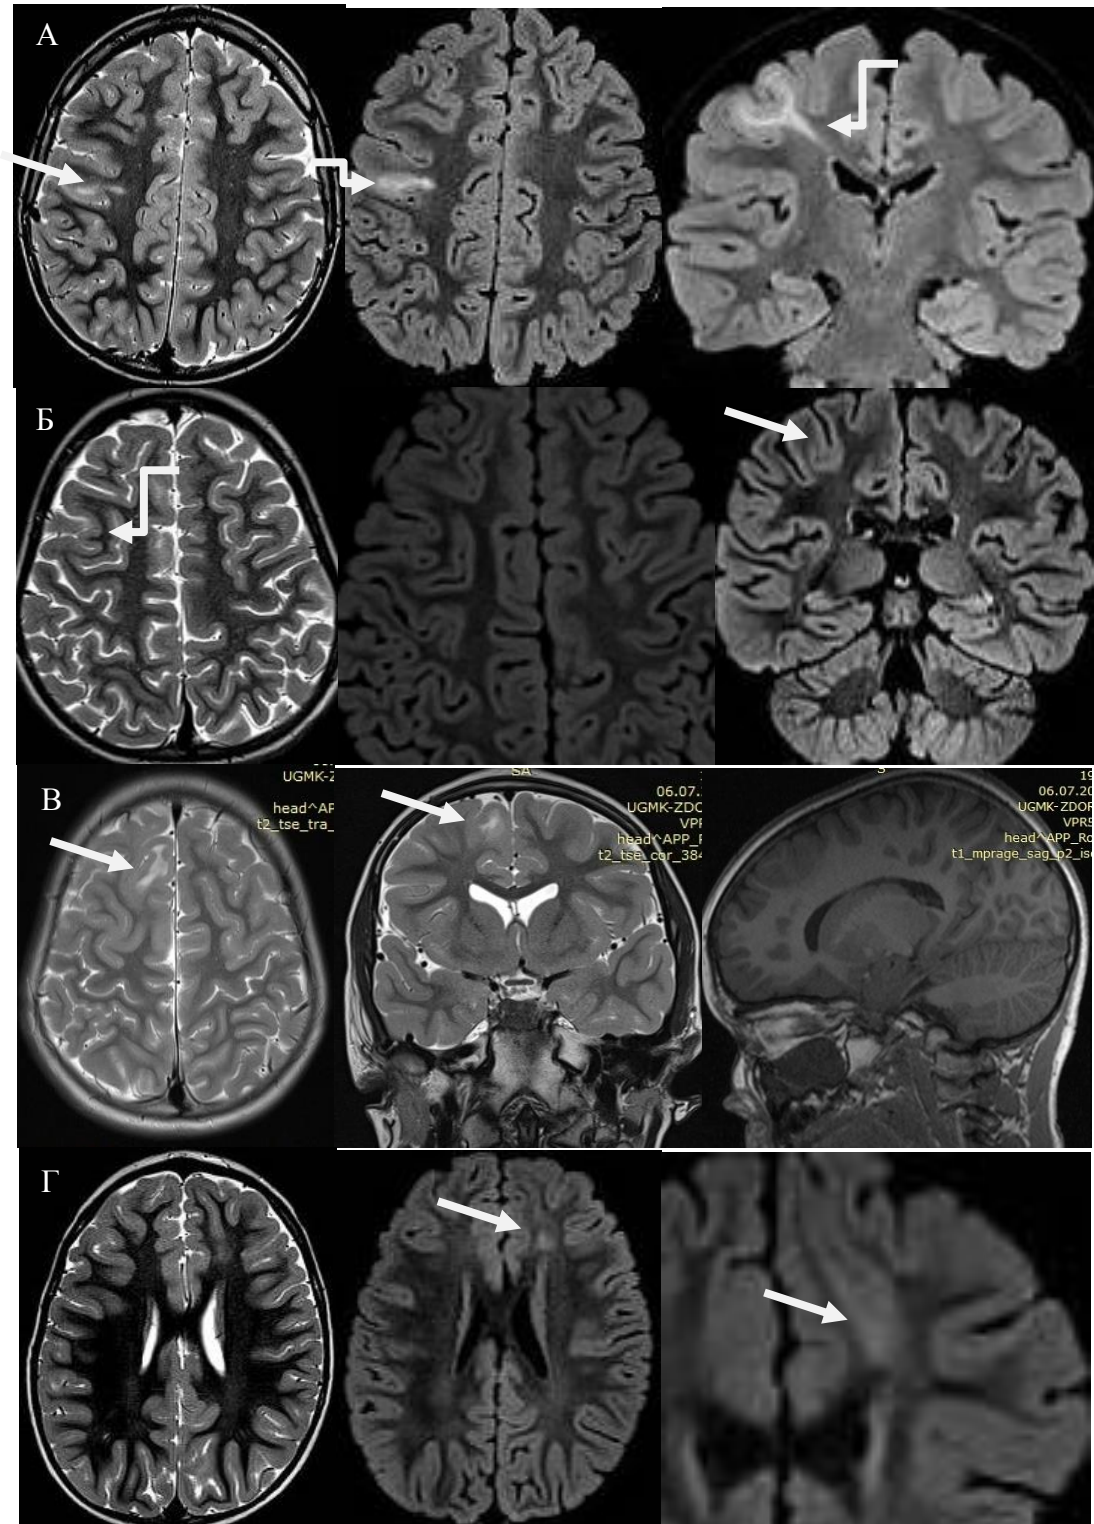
(А-Г) – МРТ 3 Тл. Больной С., 10 лет (А). Ист. б. №562-10. ФКД II типа Тейлора правой лобной доли на T1, T2ВИ и Flair. Зона повышения интенсивности сигнала в виде треугольника - трансмантильный признак. Больная Б., 7 лет (Б). Ист. б. №2060-11. ФКД II типа правой прецентральной извилины. Повышение сигнала от субкортикального белого вещества на T2ВИ и Flair; утолщение коры со стертой границей между серым и белым веществом. Больная М., 9 лет (В). Ист. б. №1244-09. ФКД II типа. Утолщение коры правой лобной доли на T1 и T2ВИ. Больной Н., 3 лет (Г). Ист. б. №2463-08. ФКД II типа на и T2 Flair.
